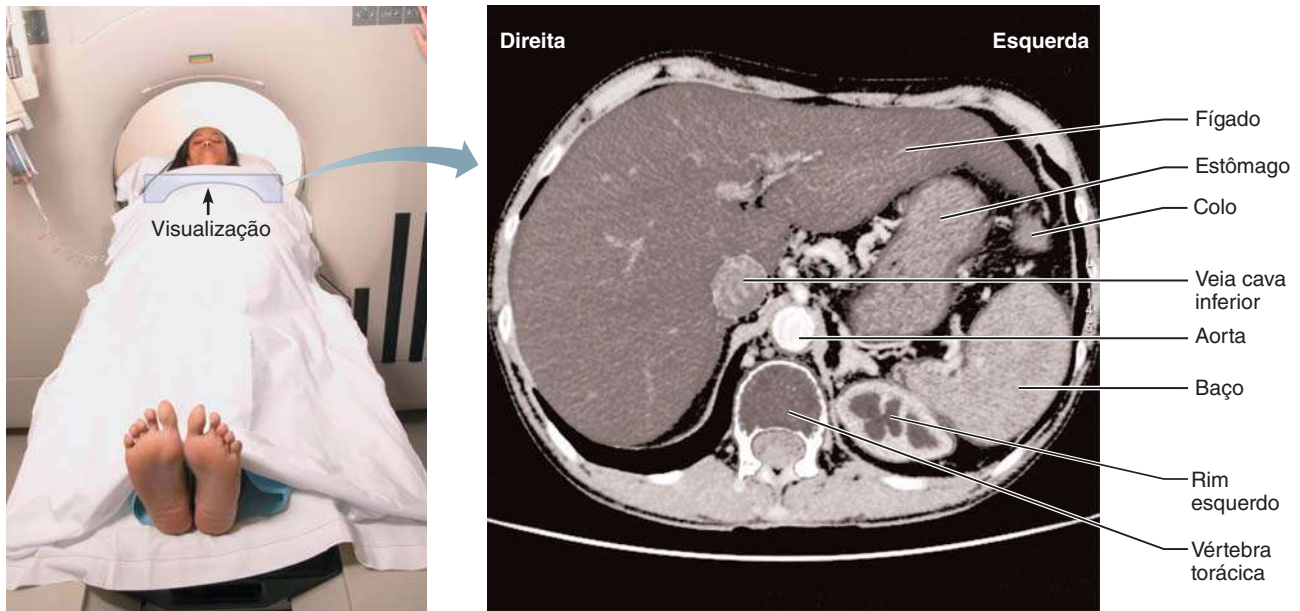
Tomografia computadorizada (TC), através do abdome superior. As secções de TC são orientadas convencionalmente como se visualizadas a partir de uma direção inferior, com a superfície posterior do corpo posicionada na parte inferior da imagem; portanto, o lado direito do paciente estará do lado esquerdo da imagem.
